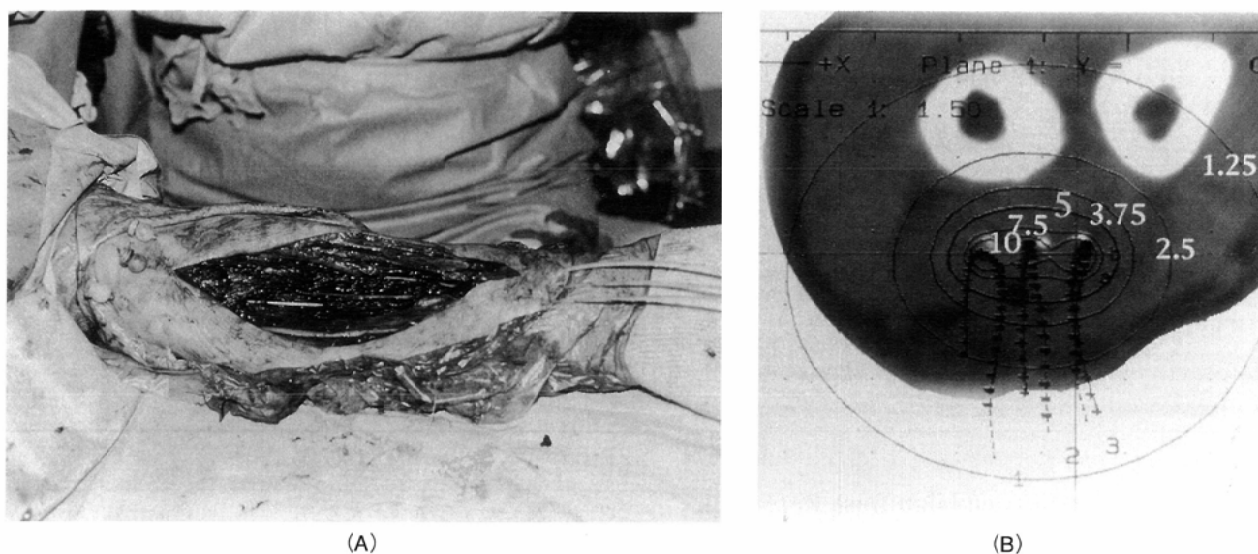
(A) Intraoperative tubing for HDR-Brachytherapy at a 70 y. o. male of left forearm MFH where tubes are fixed both sides with balls and buttons. (B) Dose distribution curve on CT axial image in the middle position of forearm. The dose unit on the isodose curve is Gy for one fraction.
